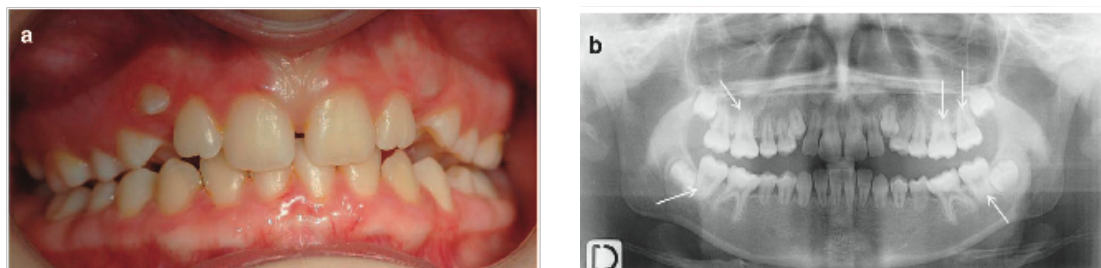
Dentinogénese imperfeita tipo I: a) Exame intra-oral, b) Ortopantomografia (La Dure-Molla et al, 2014)
